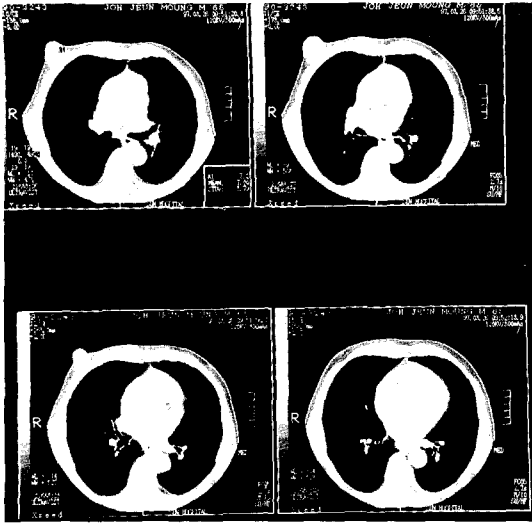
The chest CT reveals diffuse esophageal wall thickening in mid esophagus level, 10cm above esophagogastric junction. Fat plane between esophagus and thoracic aorta is well visualized and the area of contact between aorta and esophagus is less than 90 degree. About 3.5cm sized cystic mass lesion is seen in right anterior chest wall, near the right nipple.
